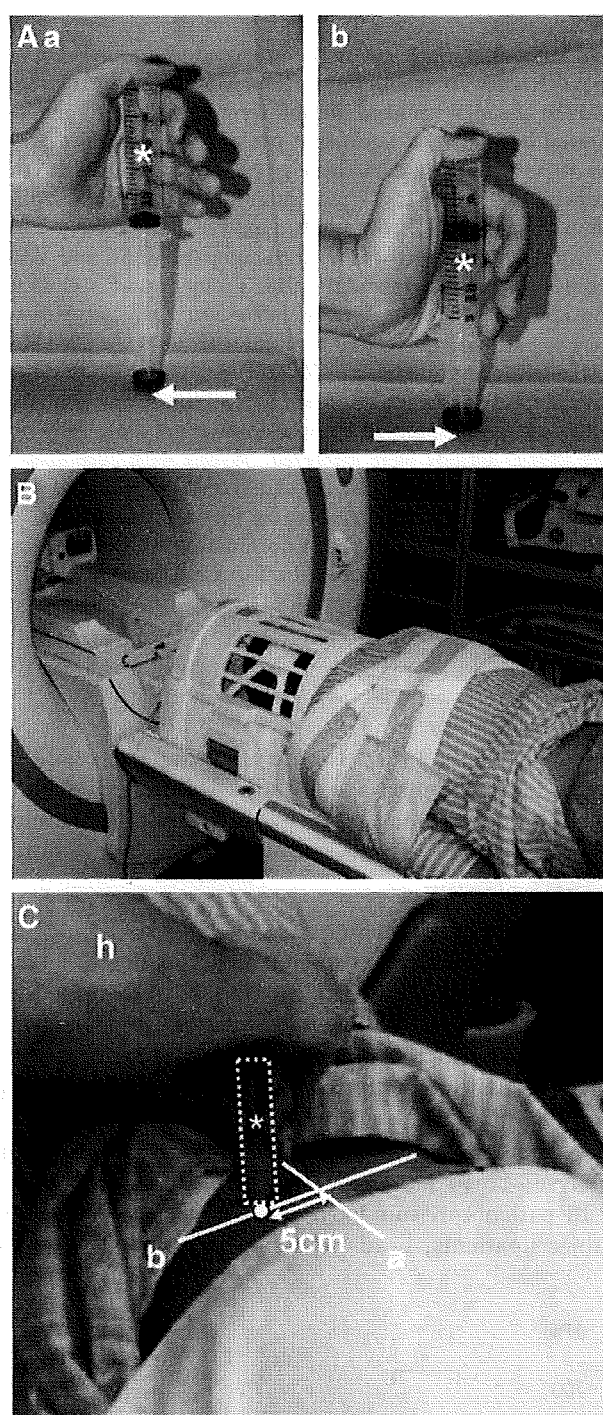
A, An in-house algometer using a disposable 25-mL syringe (*). Before pressure (a): the syringe was filled with 25-mL air and sealed. Its tail was placed orthogonally on the low back. During pressure (b): with an examiner's hand, mechanical compression was applied manually. The displacement was measured by reading the scale on the side of the syringe. Pressure point (arrow). B, Prone position in the MRI scanner. A subject was laid in the prone position in the MRI scanner, with his/her head fixed with a styrofoam pillow and a band in a receiver coil. C, Stimulation with the algometer on the low back. The pressure point was marked 5-cm left of the median line (a) between the fourth and fifth lumbar vertebrae (Jacoby line, b). With the tail of the syringe was placed orthogonally on the pressure point, stimulation was applied by pushing the sheath of the syringe downward. Pressure point (circle); h indicates head side.
